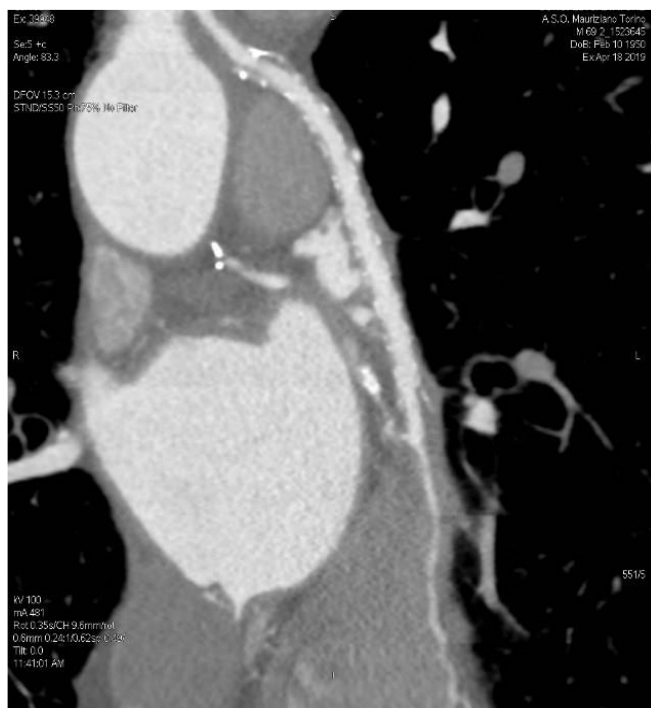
differenze nell'uniformità del lume tra VGS con VEST e VGS stentless alla TC coronarica
